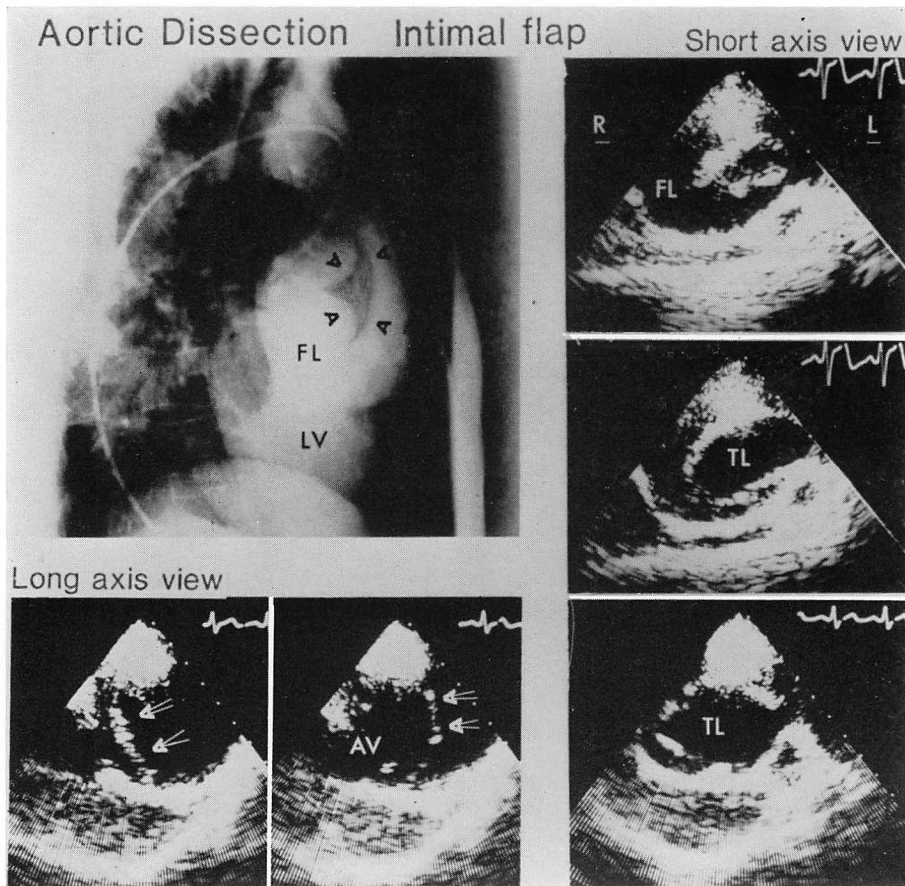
Aortogram and two-dimensional echocardiograms from a patient with dissection of the ascending aneurysm.
